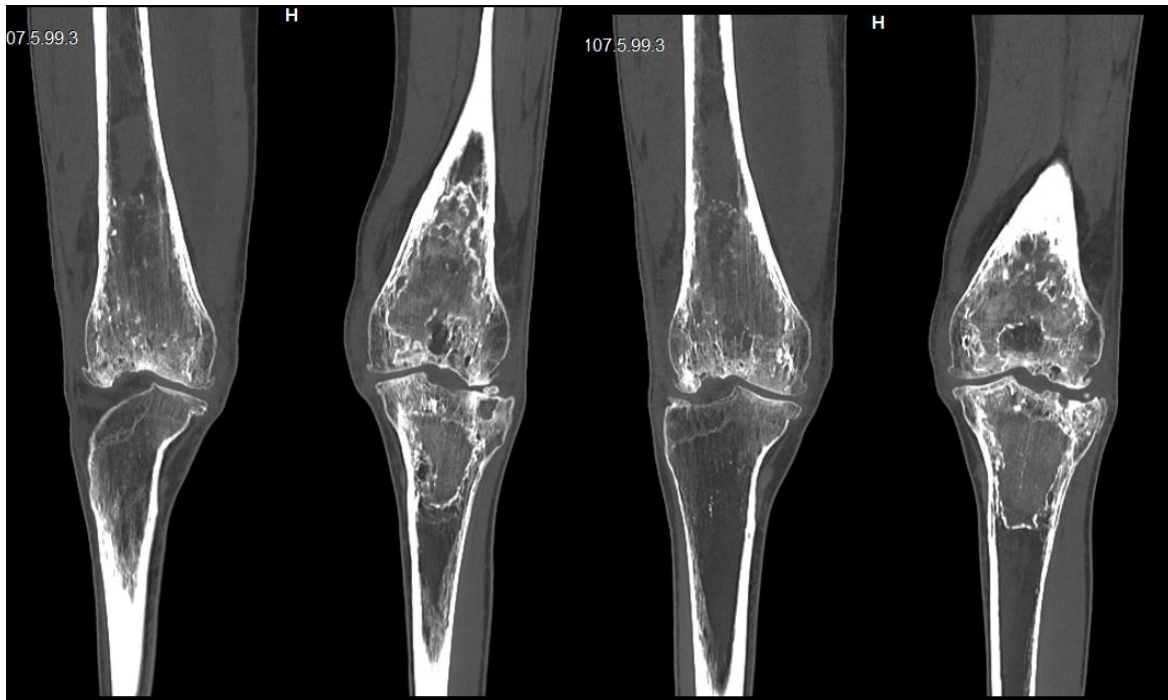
TDM des genoux coupes frontal montrant des images d'infarctus osseux et d'infiltration des parties molles.
